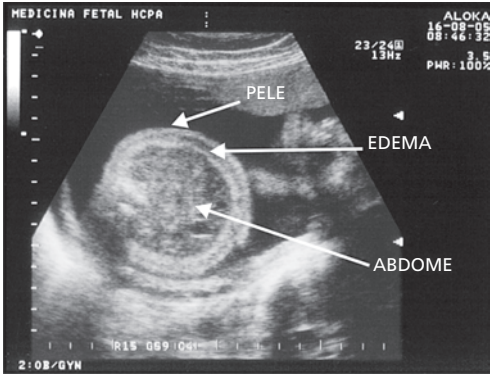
Abdome fetal à ultrassonografia com edema de subcutâneo por isoimunização Rh.
